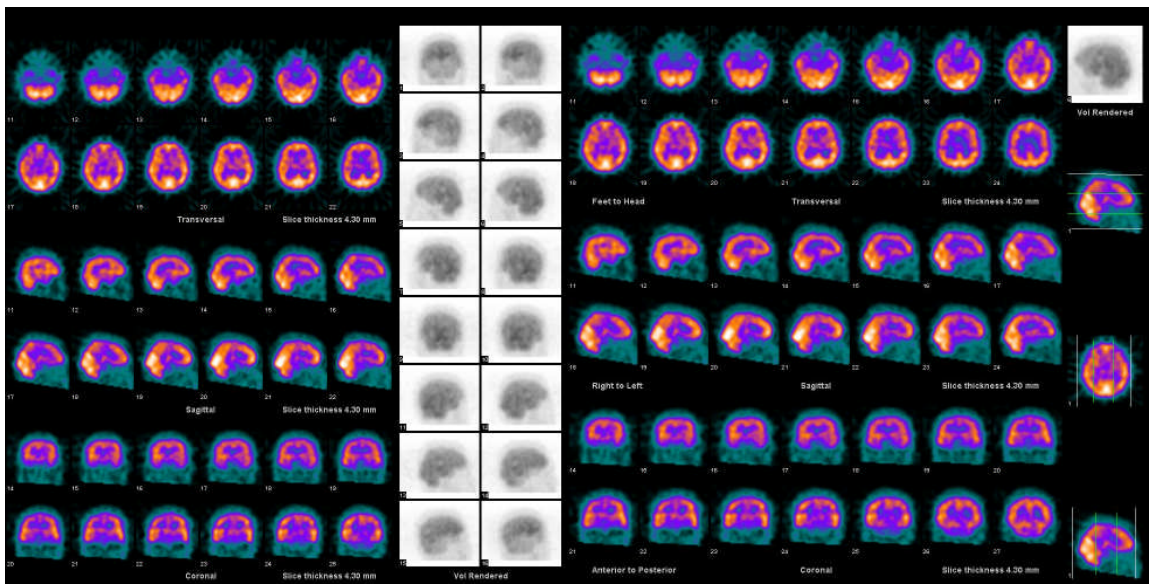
Imagens tomográficas do SPECT cerebral
